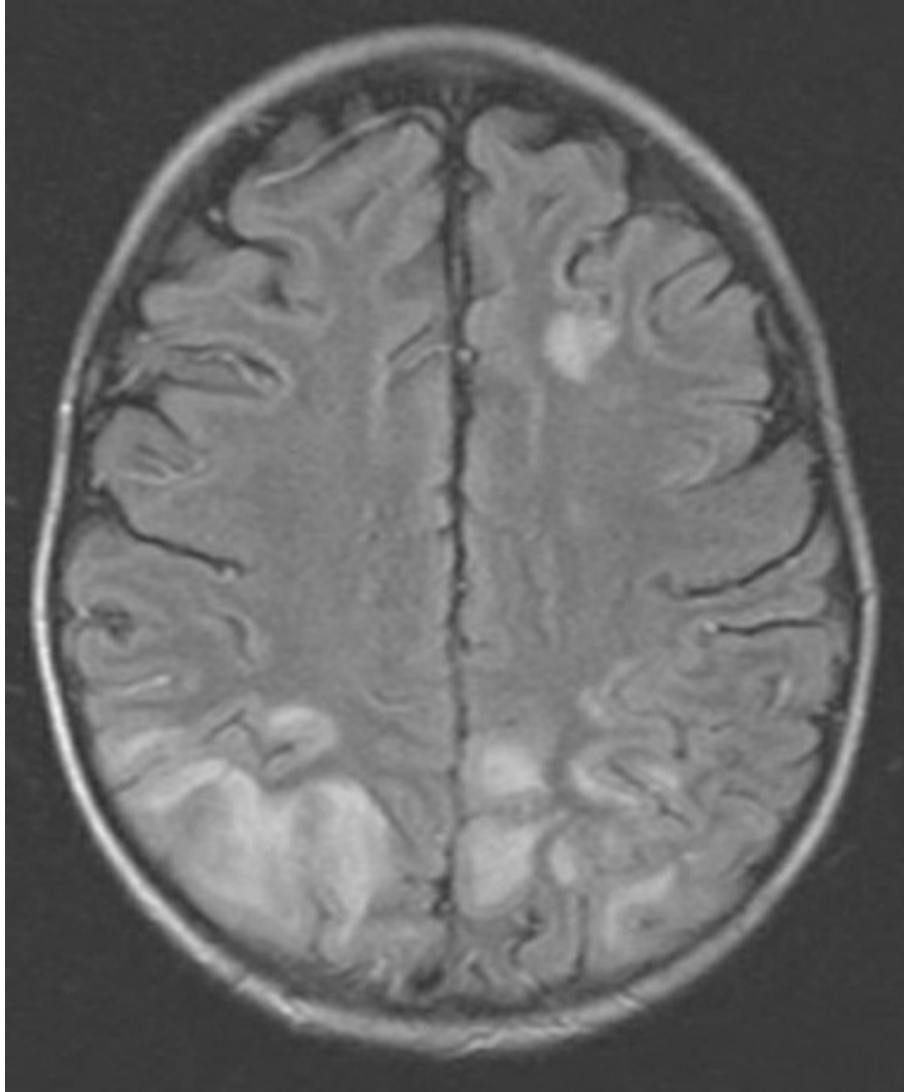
RMN FLAIR axial.
